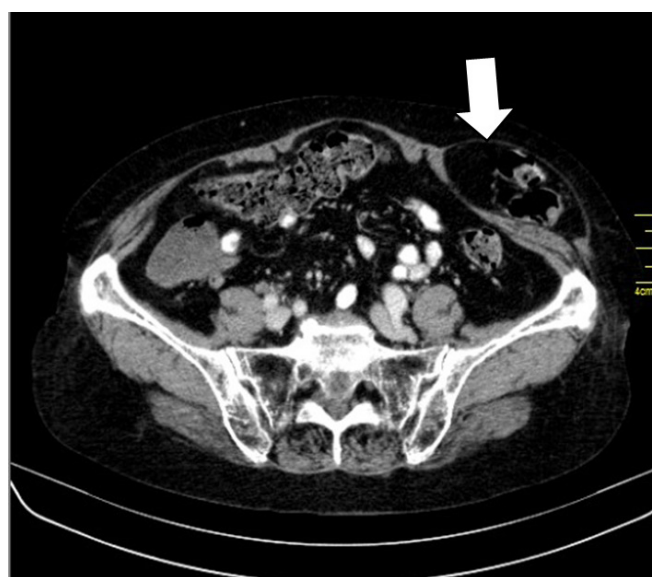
Imagem de TC em plano axial. Seta branca marca a hérnia de Spigel
